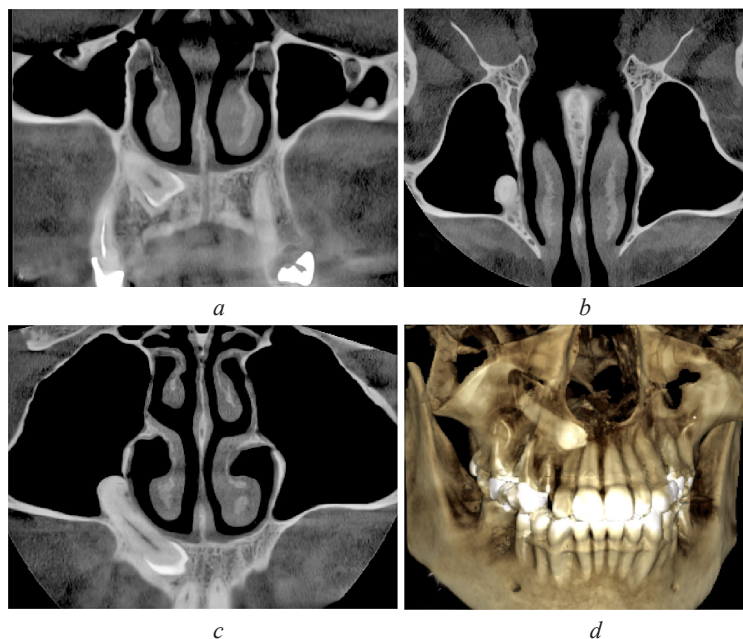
CBCT, coronal (a), axial (b), reformatted axial (c), and three-dimensional reconstructed images (d) showing impacted ectopic right upper canine
